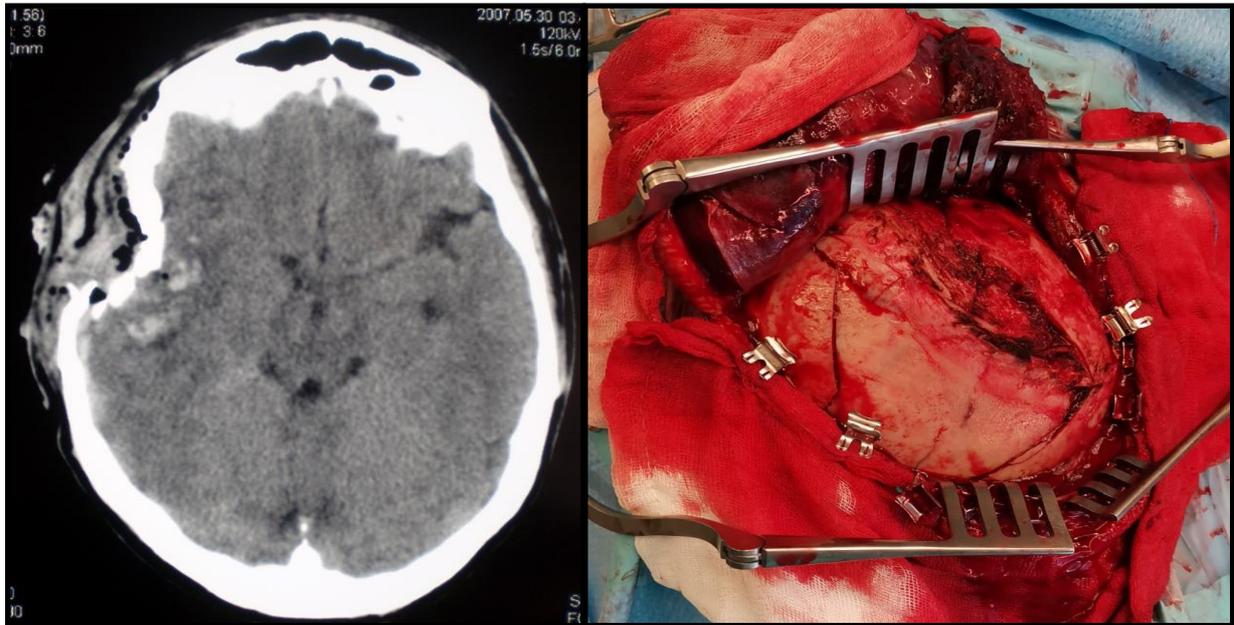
Fractura hundimiento temporal con contusión temporal adyacente. Imagen de TC (izqda.). Imagen intraoperatoria (derecha)
